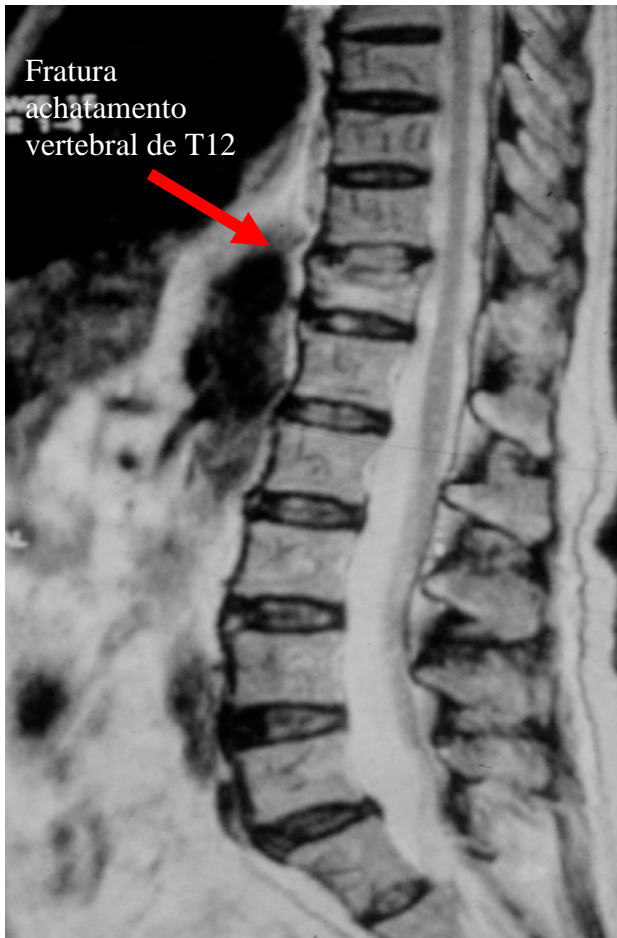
Ressonância magnética do segmento toracolombar da coluna (corte sagital), mostrando a vértebra fraturada, com hipersinal em T2 (VP n.º 8).
